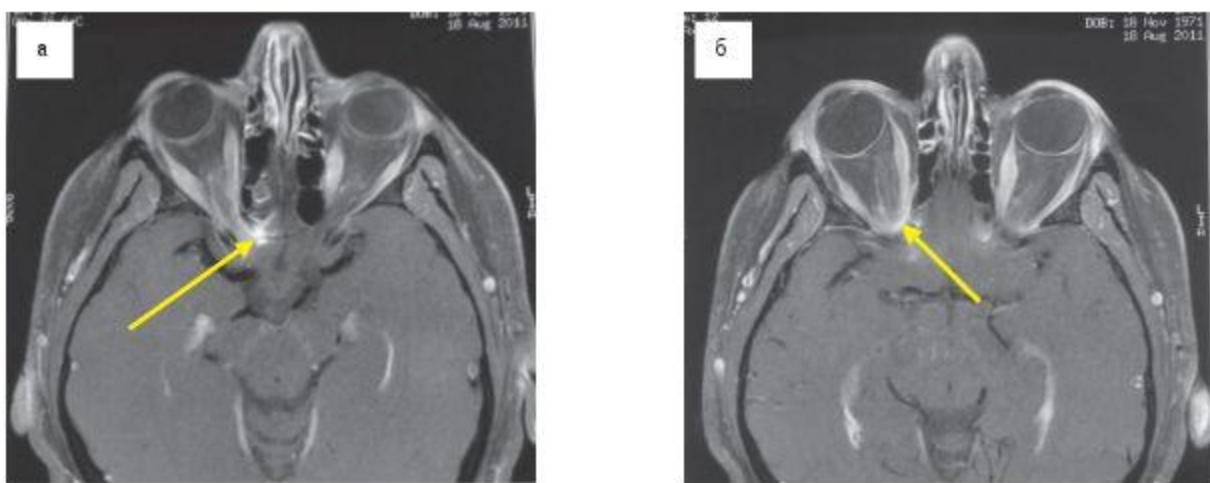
МРТ головного мозга от 18.08.11 г. пациентки М. Накопление контраста (а) по ходу правого зрительного нерва и (б) по ходу оболочек зрительных нервов
